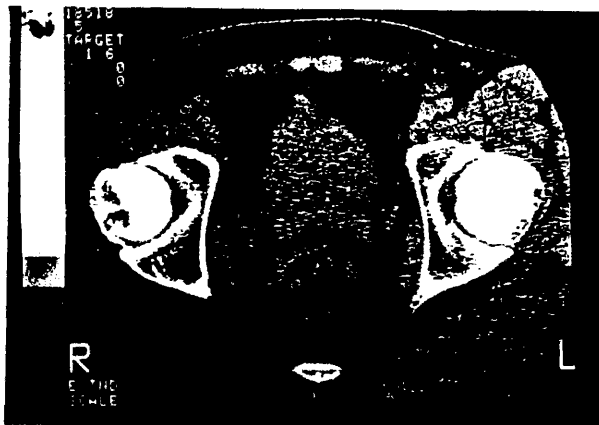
NICF estadio III de FICAT y ARLET: TAC
